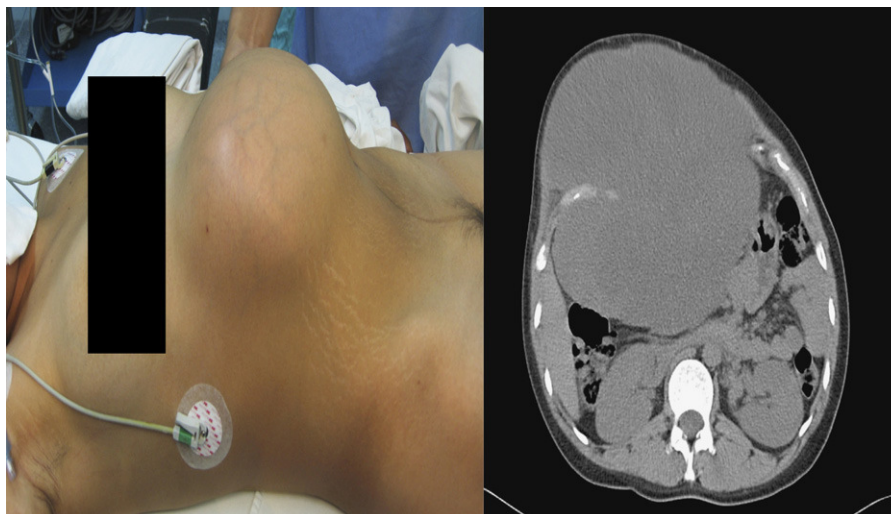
Vista lateral del tumor en el preoperatorio con correlación por TAC abdominal que confirma la localización del tumor sin invadir los órganos intraabdominales.
